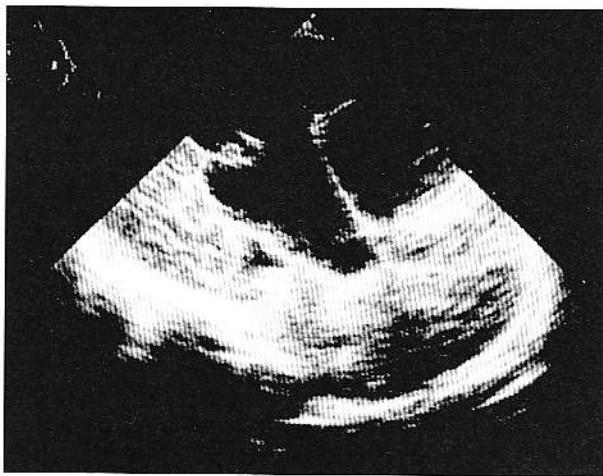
Chiste arahnoidiene supratentorial stânga cu efect de masă (deplasarea și comprimarea structurilor liniei mediene și a fossei posterioare (P.V.), asociată cu agenzie de corp calos, secțiune ecografică sagitală medie prin fontanela anterioară.
